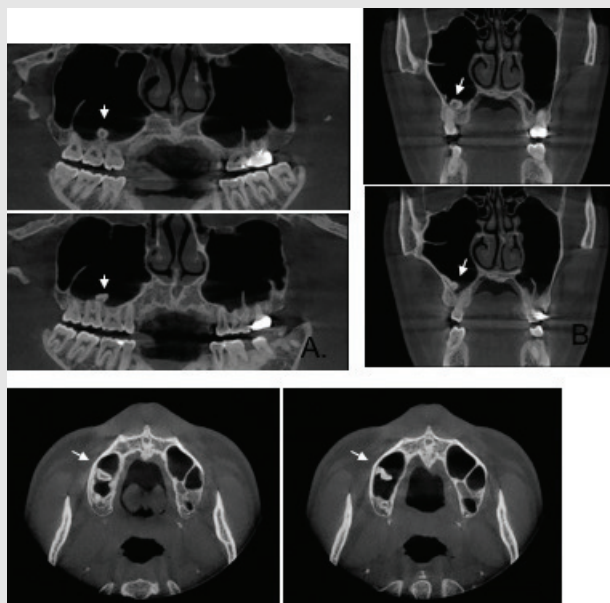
On CBCT images, an amorphous structure with similar bone density but not uniform density is observed at the lower right maxillary sinus.
